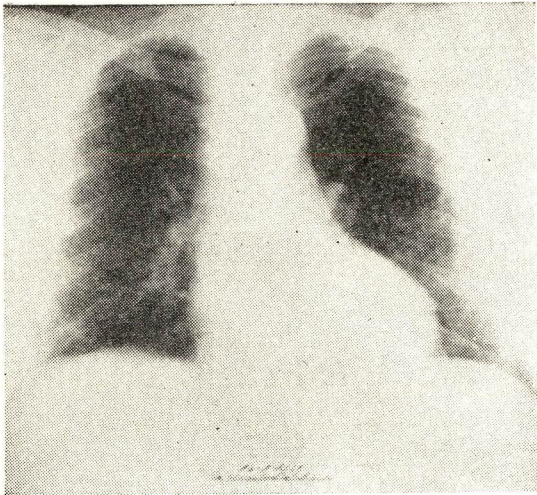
Radiografia em P. A., normal, em janeiro de 1958. Tinha sido operado de Hipertrofia em 1952. (13-1-58).
